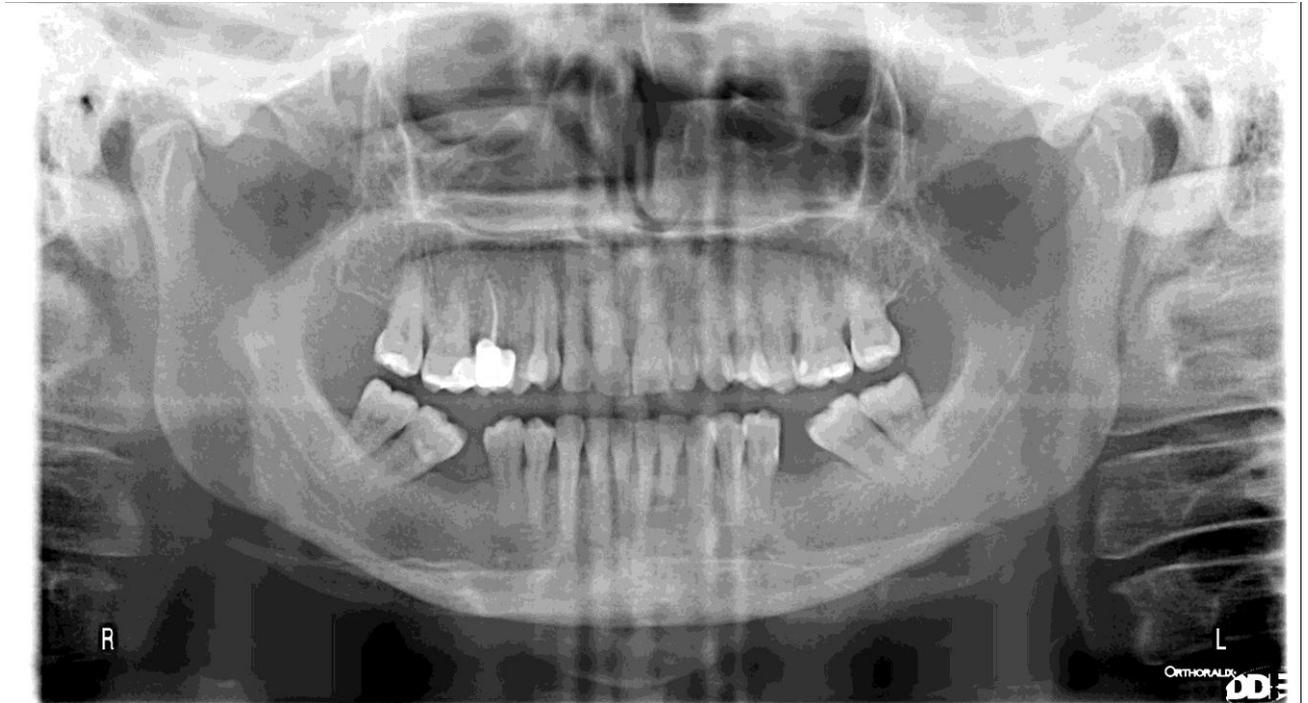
Ortopantomografía
